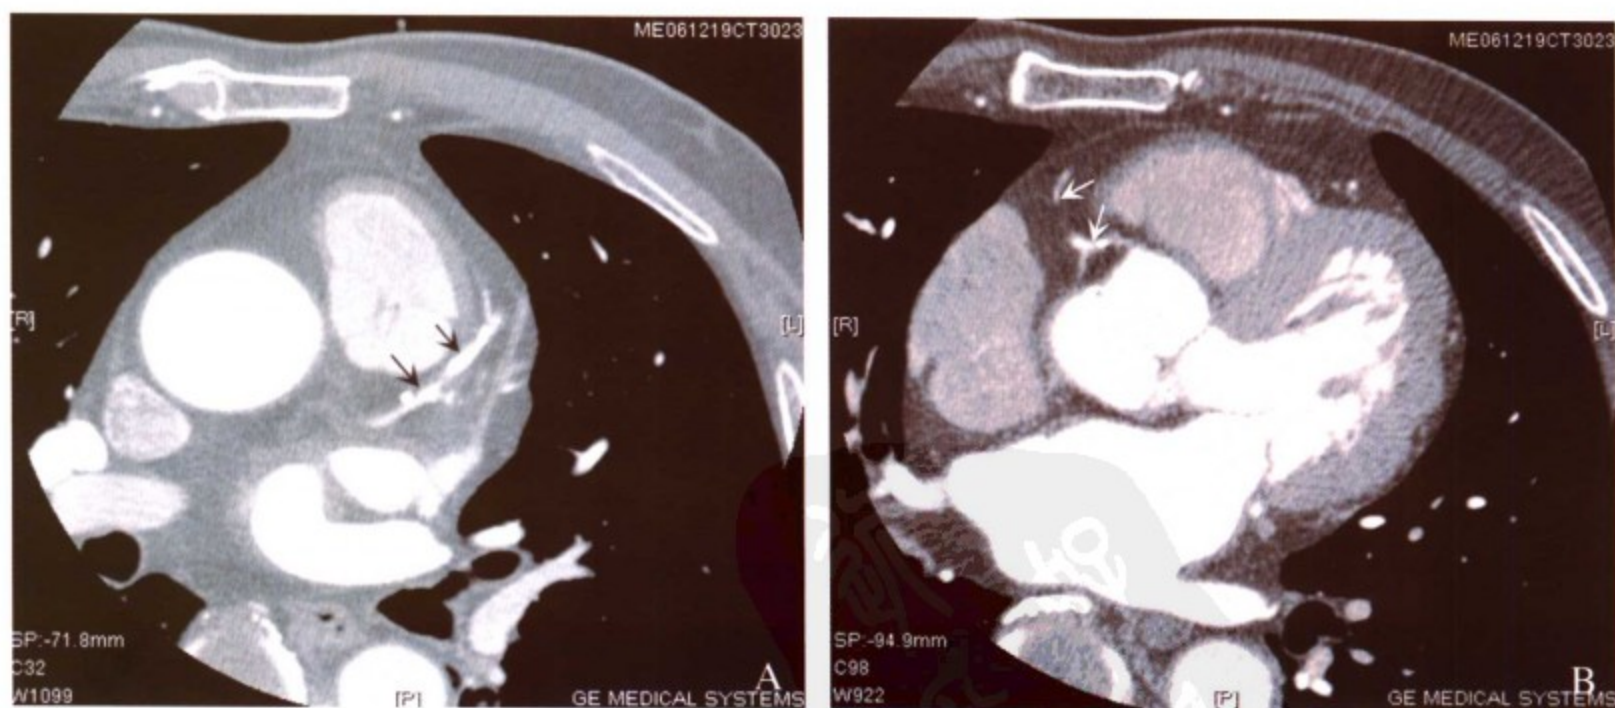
64层螺旋CT原始轴位图像。A，左前降支近段管壁弥漫钙化伴管腔狭窄（箭头所指）；B，右冠状动脉起始段管壁弥漫钙化伴管腔狭窄（箭头所指）
